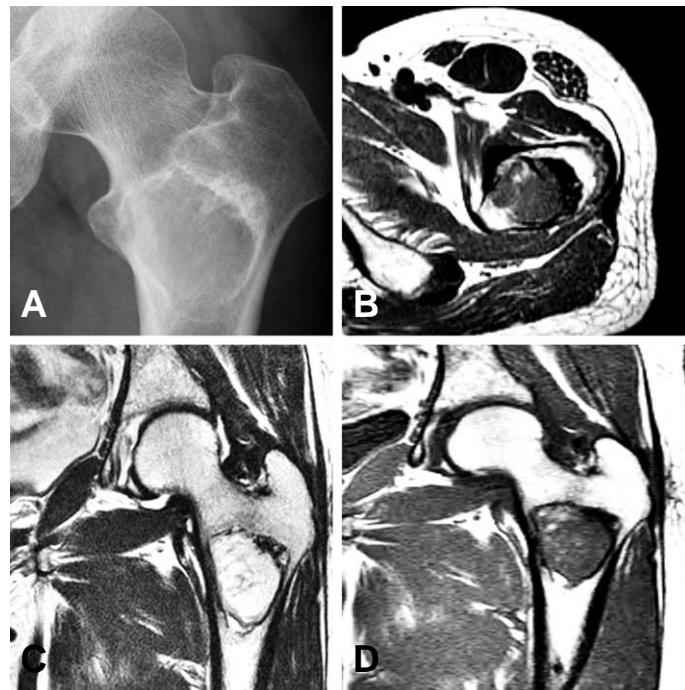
Radiologic findings of LSMFT. Predominantly lucent geographic lesion with sclerotic margin is noted in the intertrochanteric area of left femur (A). Axial T1-weighted image shows hypointense area (B). Coronal T1-weighted MR image shows hypointense area in the same area (C). Coronal FSE T2-weighted image shows heterogeneously hyperintense area (D).
